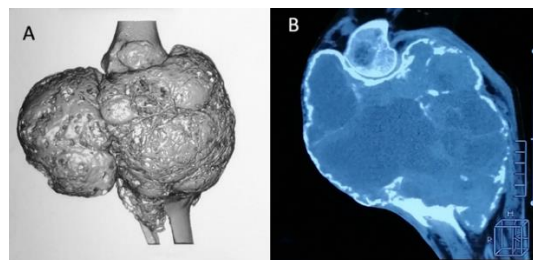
(Paneles A y B). TAC que muestra una gran masa perióstica expansiva, de aspecto circunferencial que infiltra tibia y peroné.
